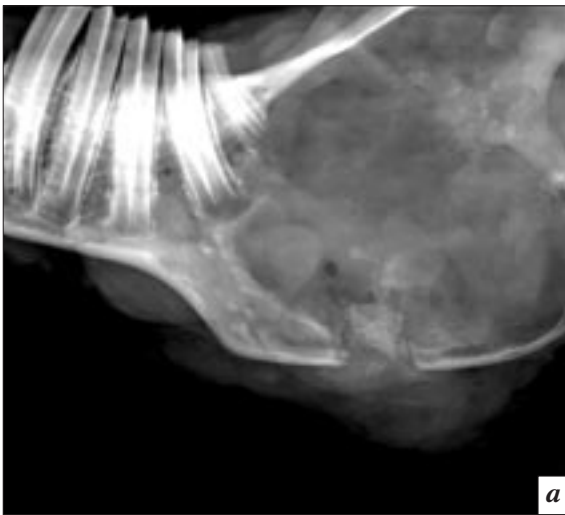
Регенерация костной ткани через 30 суток, II группа: а) цифровая микрофокусная рентгенограмма с 7-кратным увеличением изображения; б) СЭМ, ув. X 63.
